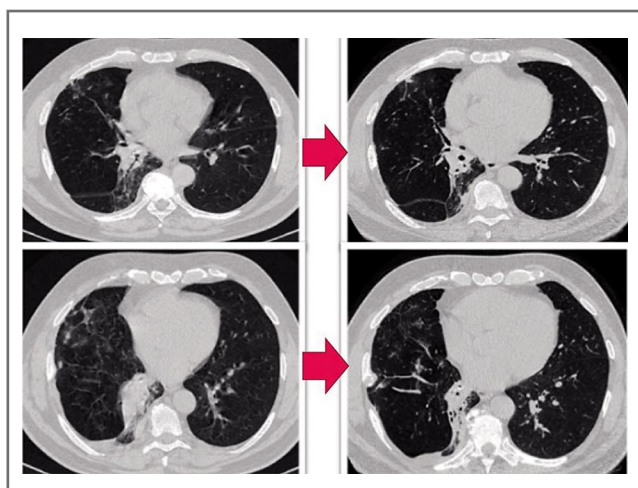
КТ-динамика пациента П. за 2 мес противогрибковой терапии (от 03.06.2020 к 30.08.2020 слева направо), отмечено частичное рассасывание зон консолидации легочной ткани в правом легком, стали видны просветы бронхов.
